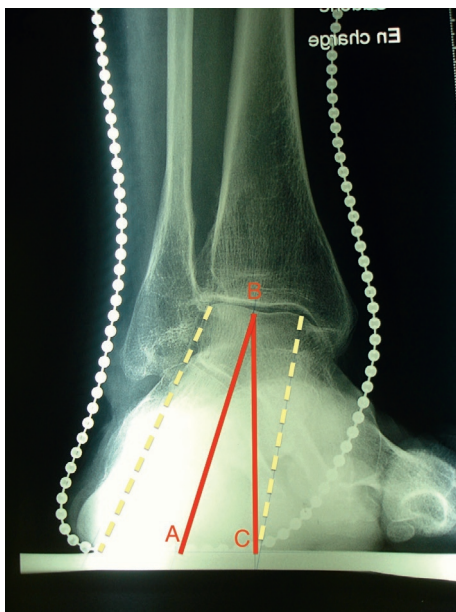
Radiographie cerclée de Méary mesurant le valgus de l'arrière-pied (ABC).
